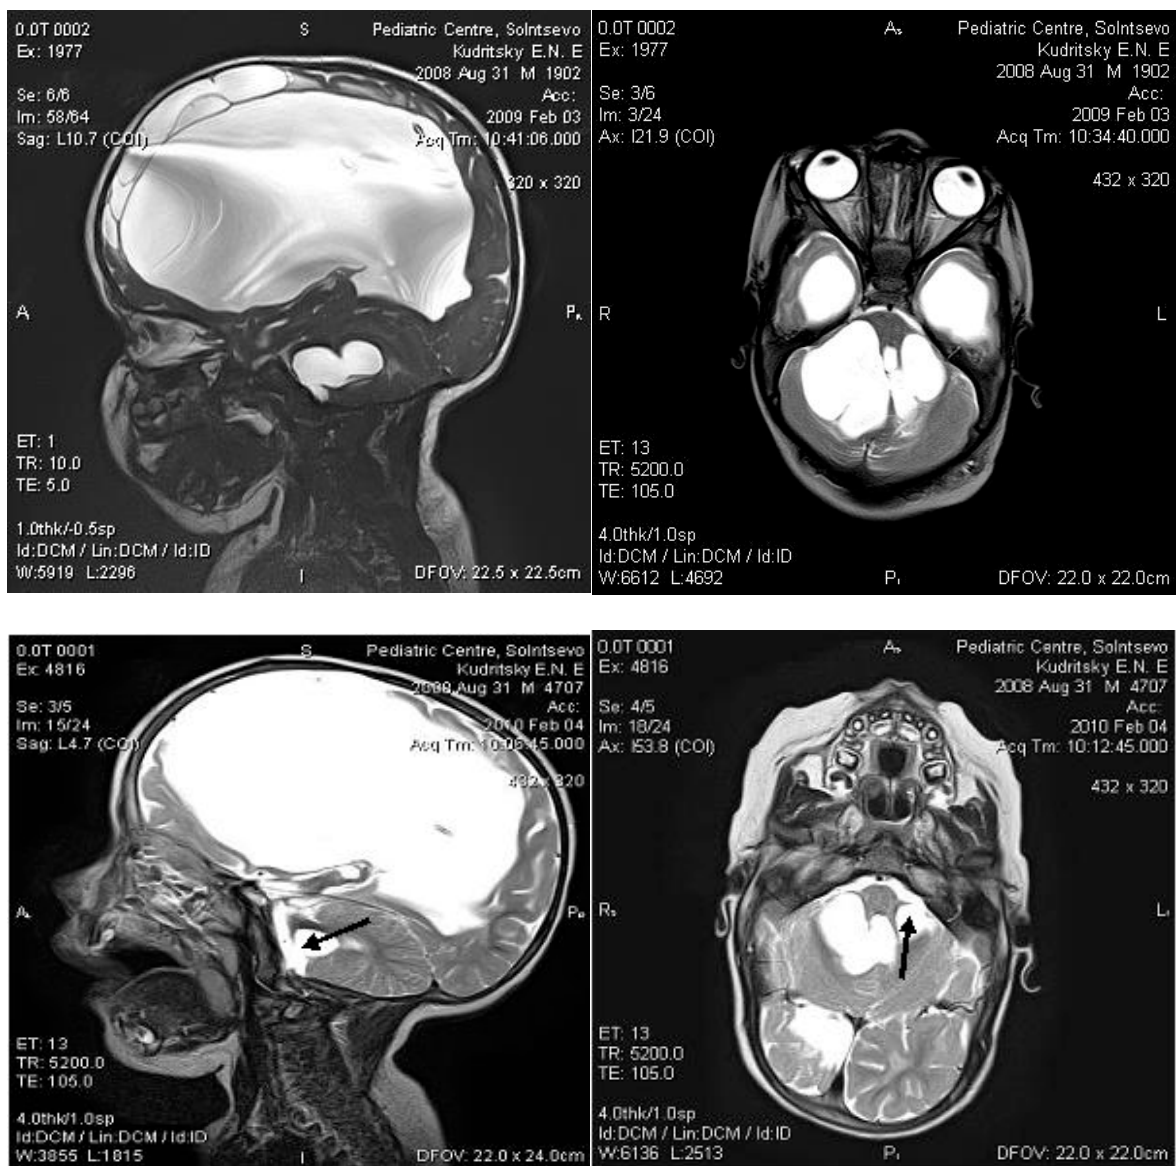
Эндоскопическая пластика отверстия Люшка.МРТ мозга: А и Б -состояние до операции; В и Г -состояние после операции. Стрелками отмечена стома в области отверстия Люшка слева.
